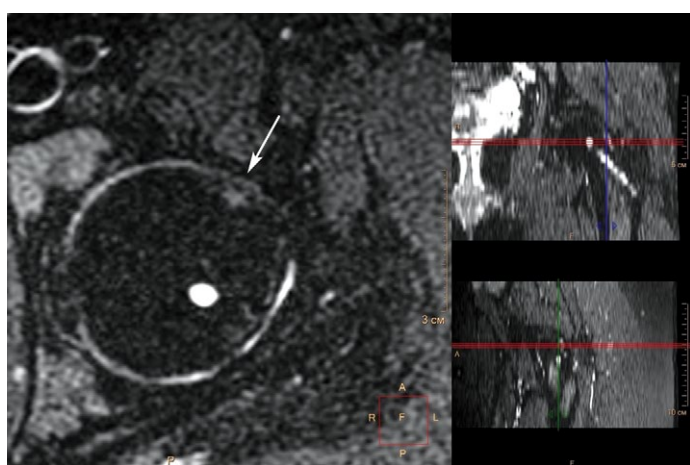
МРТ левого тазобедренного сустава пациентки 18 лет 4 мес. через 4 года 5 мес. после операции, аксиальная проекция, режим с жироподавлением. Фиброциста (обозначена стрелкой), локализующаяся у передневерхнего края шейки бедренной кости на краю суставной поверхности, в месте столкновения
